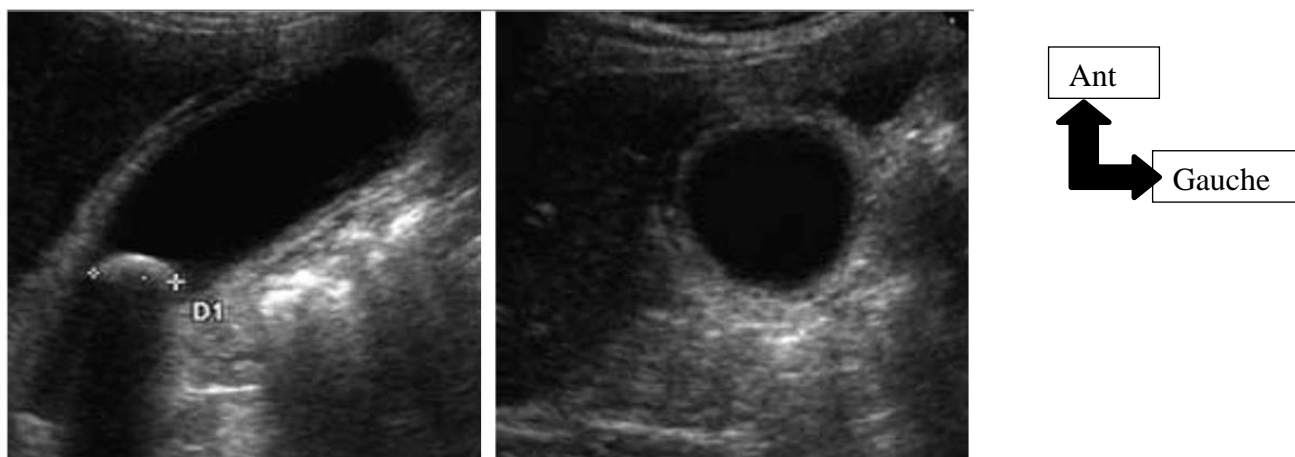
Cholécystite aiguë : aspect échographique [23].
